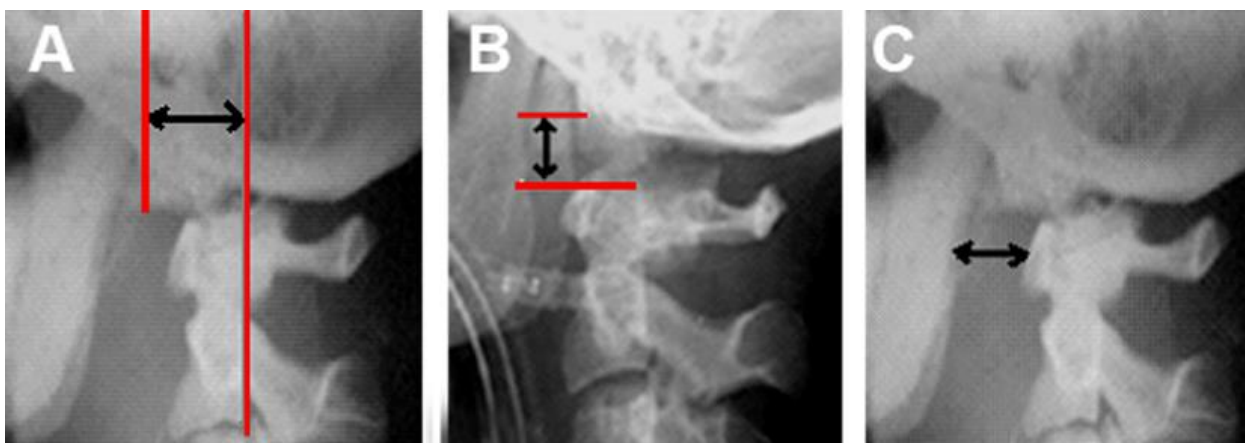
Radiografía simple cervical lateral que muestra los métodos de: Harris (A), Wholey (B), Dublin (C).
